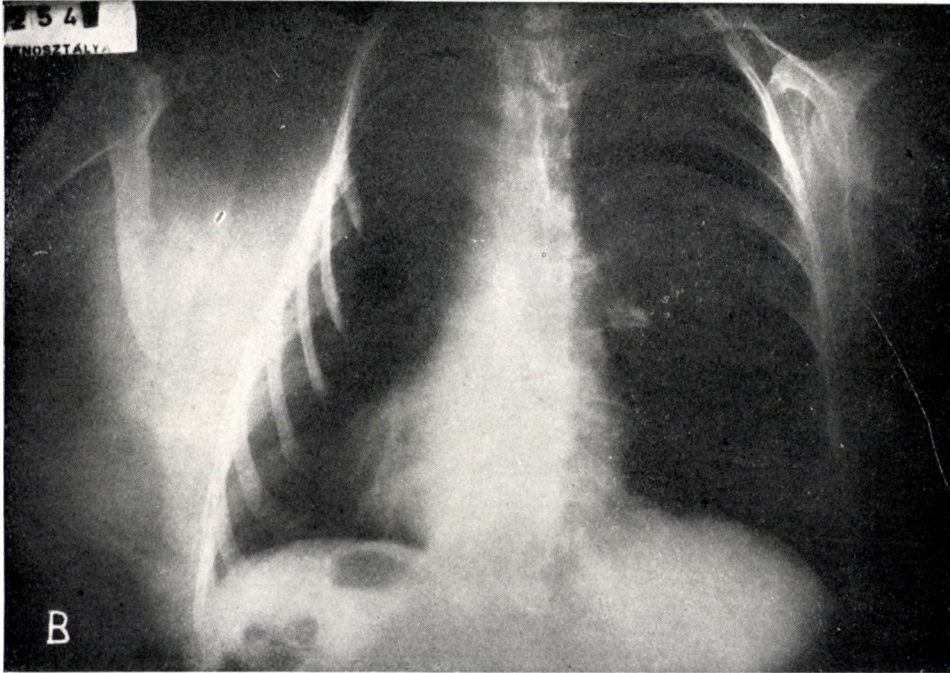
Grosse tumeur sous-pectorale bénigne déterminant une dépression de 2<sup>e</sup>, 3<sup>e</sup> et 4<sup>e</sup> côtes et le coulèvement de l'omoplate. (Cliché radiographique de la malade présentée dans la figure 5)
